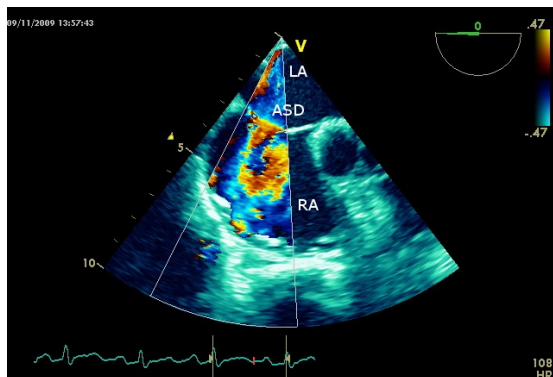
Ecocardiografia transesofagea color Doppler. Difetto interatriale (ASD) tipo *ostium secundum* fra atrio sinistro (LA) e atrio destro (RA)
